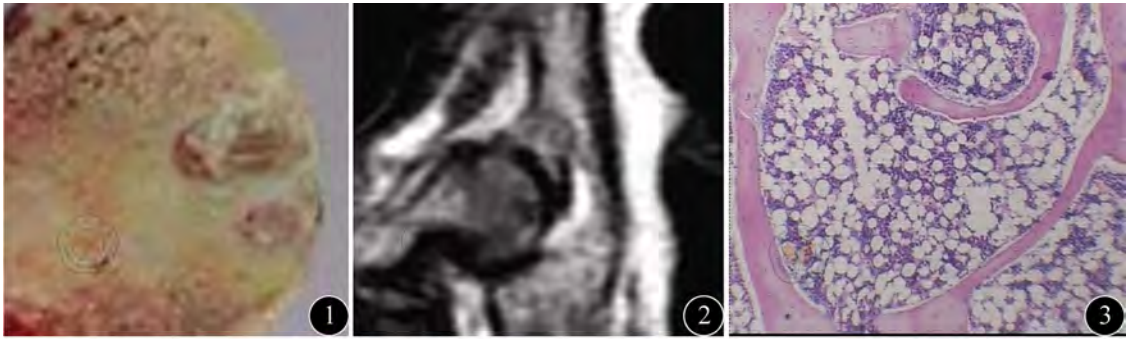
造模成功, 肉眼大体表现 图2 造模成功MRI表现 (T1WI) 图3 造模成功 (HE × 40)
